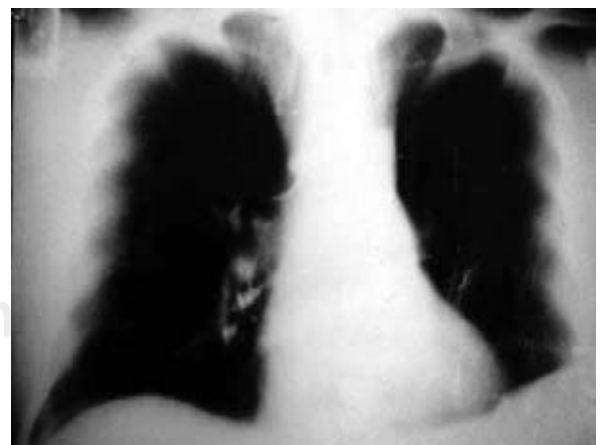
Radiografía de tórax en la que se observa «elevación del hemidiafragma izquierdo».
